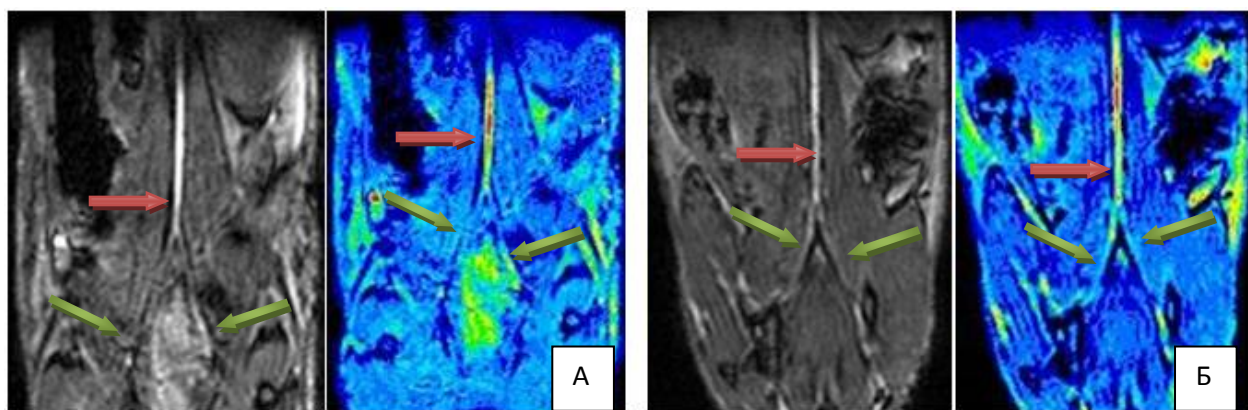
МРТ брюшной аорты в ангиорежиме через 4 недели после операции. BioSpec 117/16 USR (Bruker)
